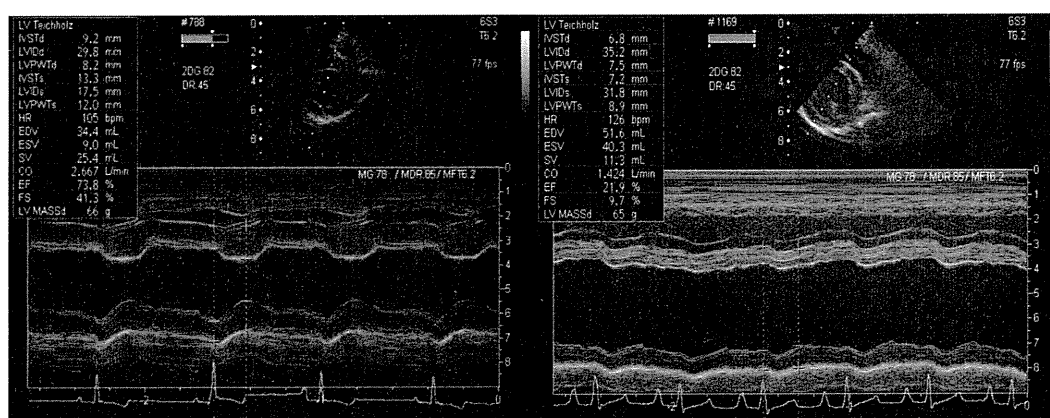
心臓超音波検査におけるペーシング前(左)およびペーシング3週間後(右)の右傍胸骨短軸面乳頭筋レベルにおけるMモード像。ペーシング3週間において顕著なLVIDdの増加およびFSの低下が認められる。
